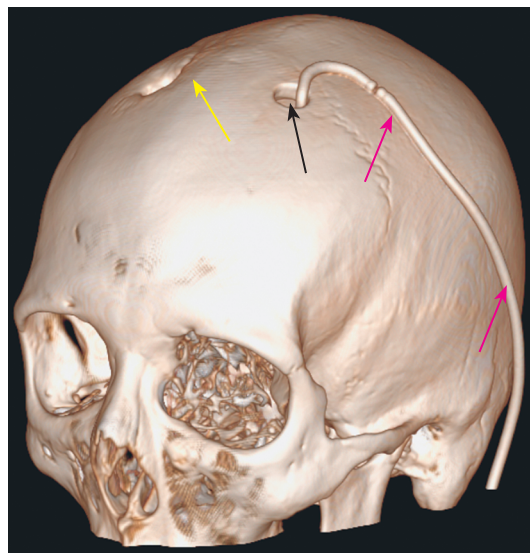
КТ головного мозга пациентки (2025). 3D-реконструкция. Желтая стрелка указывает на предыдущую точку Кохера, где находился шунт до удаления, черная стрелка указывает на новую точку Кохера, красные стрелки указывают на шунт (иллюстрация авторов)
